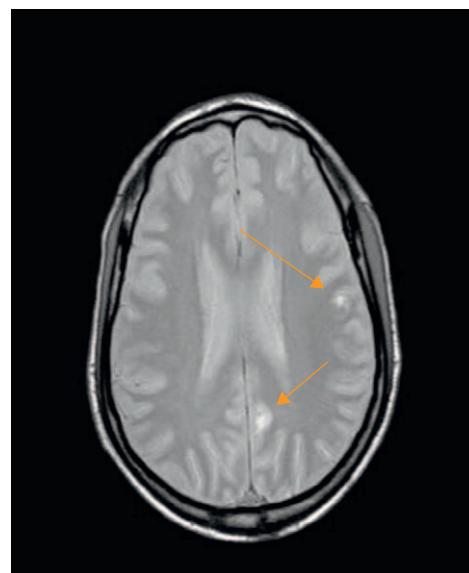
Se observan en la imagen de la IRM lesiones de diferentes tamaños rodeadas de edema vasogénico. Se aprecia la captación en anillo de las lesiones (flechas).
